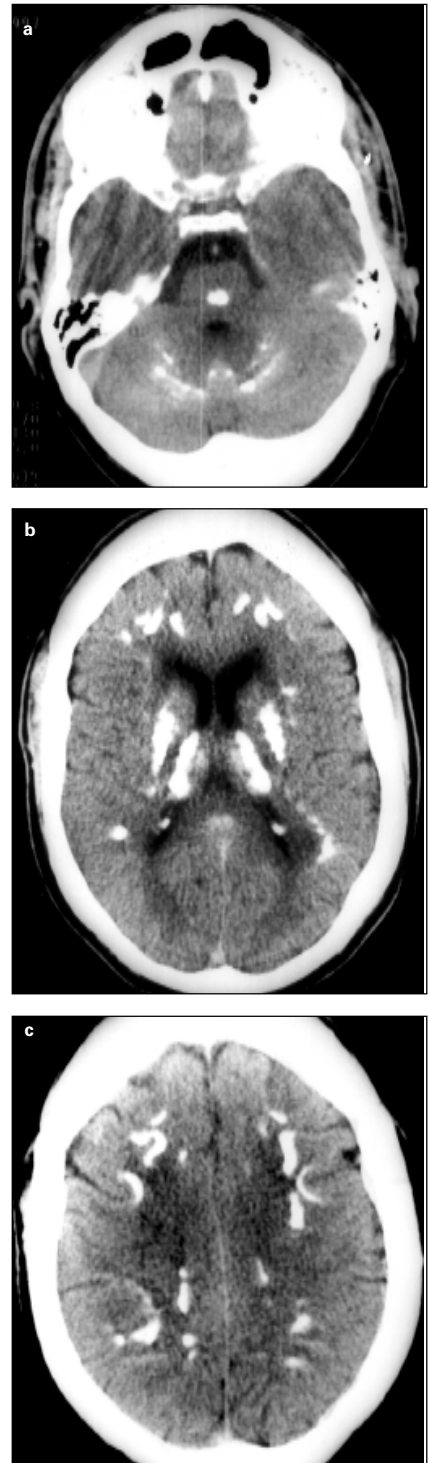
Caso 1. TAC craneales: calcificaciones a nivel del tronco de encéfalo y cerebelo (corte a); parénquima cerebral y ganglios basales (cortes b y c).
